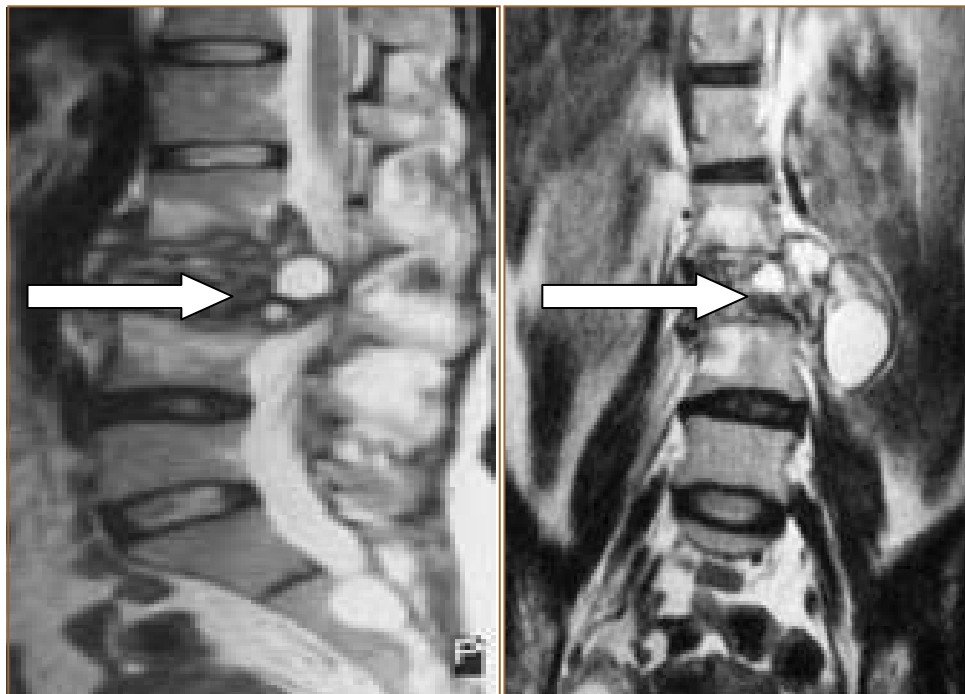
IRM : Lésions multi vésiculaires du corps vertébral de L3 avec tassement vertébral, extension endocanaulaire et aux parties molles adjacentes.
